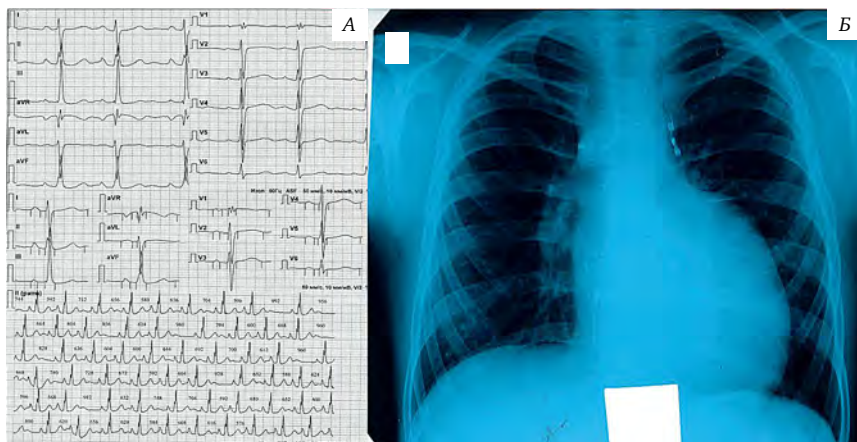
ЭКГ и рентгенограмма органов грудной клетки больной.
